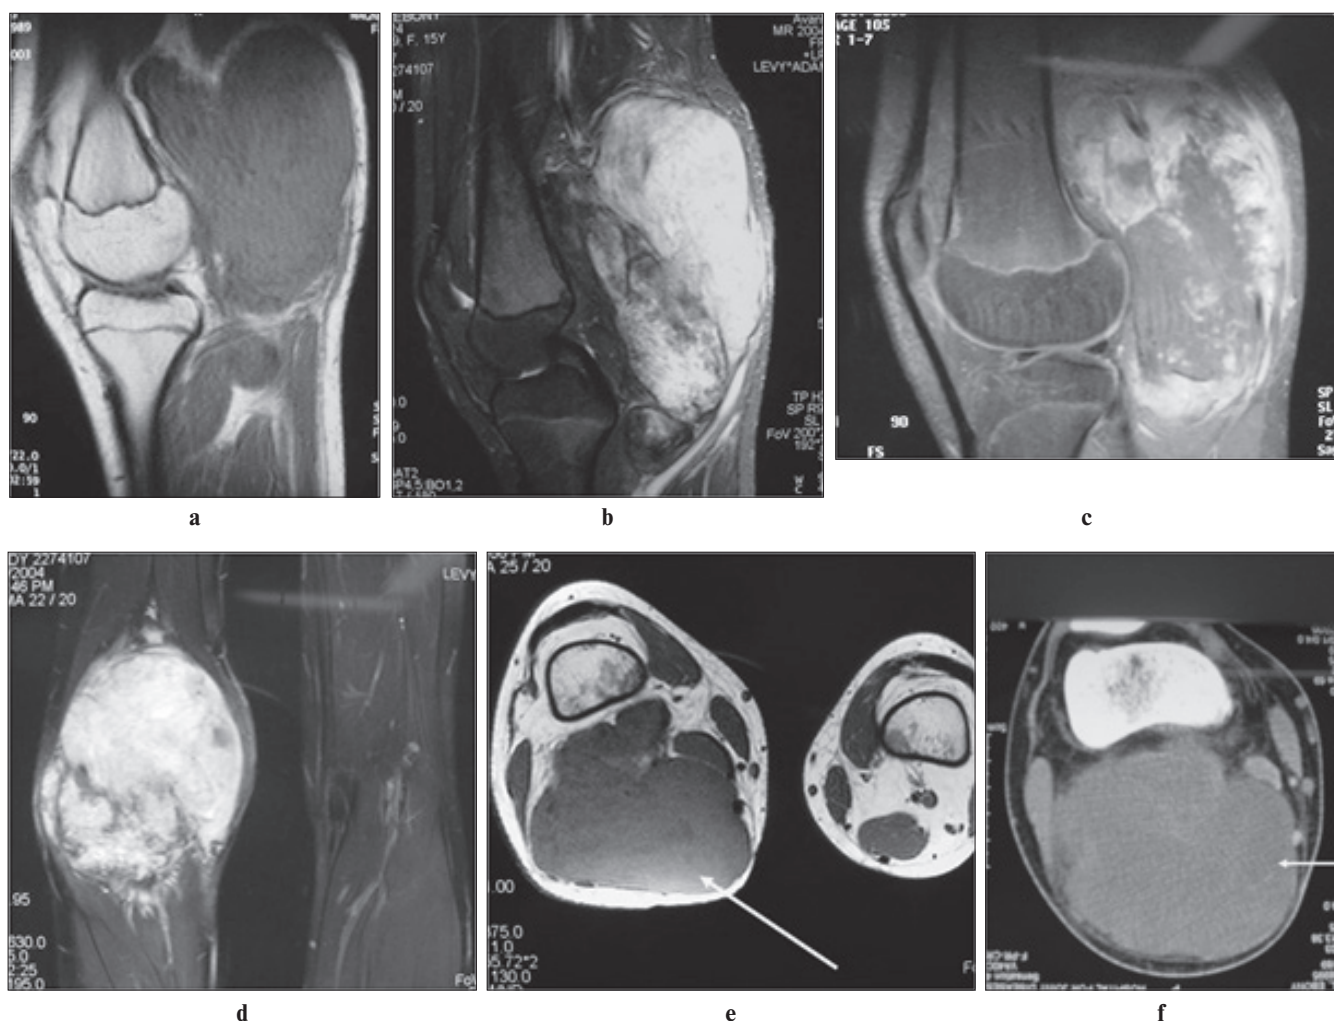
Магнитно-резонансная томография коленного сустава до (а, е, f) и после (b–d) внутривенного контрастирования. Экстраскелетная мезенхимальная хондросаркома подколленной ямки без кальцинатов (стрелки) [26]
